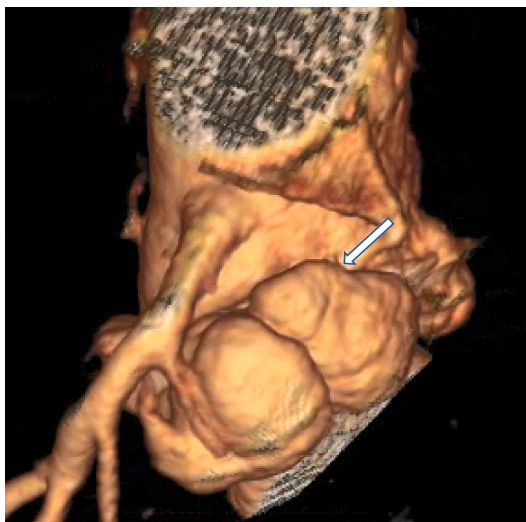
Тривимірна реконструкція комп'ютерної томографії (КТ). Візуалізація механічного протеза аортального клапана та формування періанулярного абсцесу (позначено стрілкою) з деформацією анатомії кореня аорти
